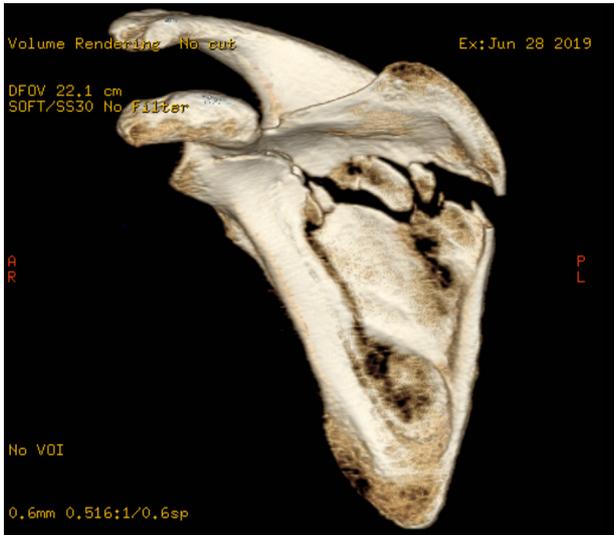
Shoulder computed tomography anteroposterior view shows the comminuted fracture in right scapular body and extension to glenoid.
